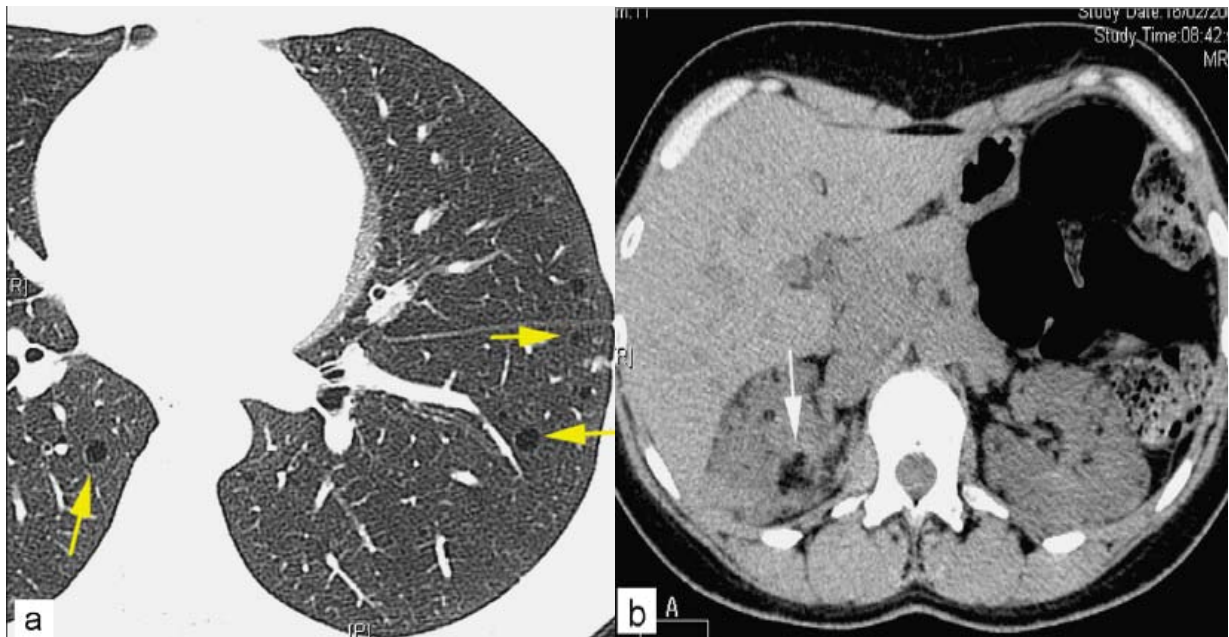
a : (TDM) thoracique de haute résolution chez une patiente atteinte de lymphangioléiomyomatose sporadique à un stade peu évolué de la maladie, montrant quelques kystes pulmonaires multiples à paroi très fine (flèches jaunes)
